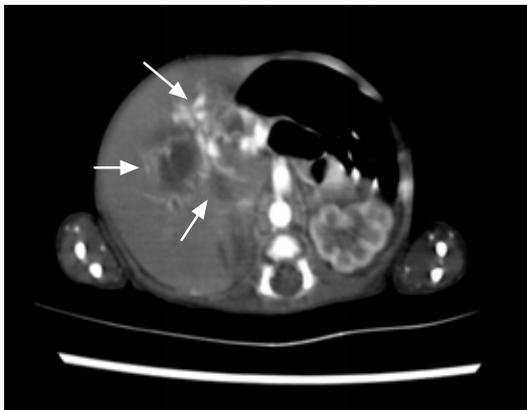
Abdominal CT Scan taken at 7 days of age in patient 1 showing decreased tumor size after embolization (arrows).
